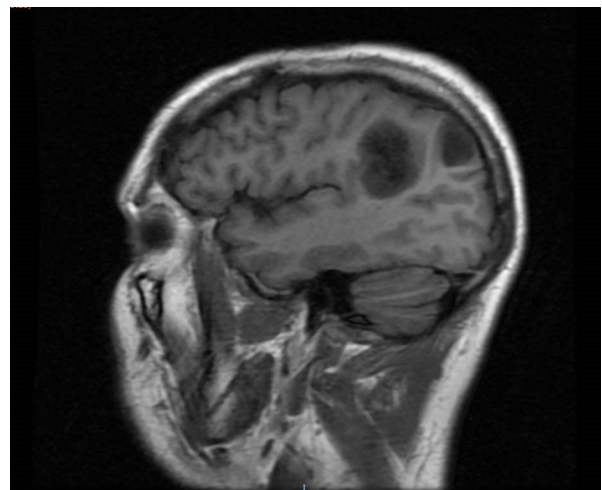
Resonancia magnética pre-operatoria, secuencia axial T1. En todas las resonancias magnéticas realizadas durante el estudio pre-operatorio se observaron 2 lesiones separadas. En todos los estudios la interpretación radiológica fue de gliomas de bajo grado.
